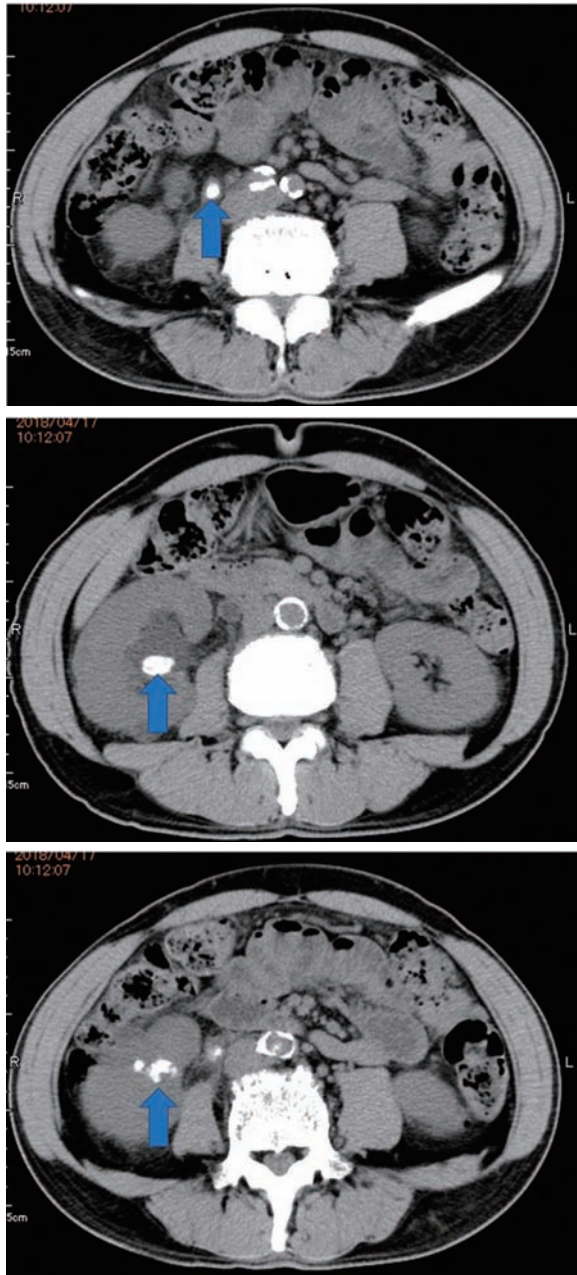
CT revealed right ureteral ($8 \times 9 \text{ mm}^2$) and renal ($17 \times 8 \text{ mm}^2$, $14 \times 11 \text{ mm}^2$) stones.
